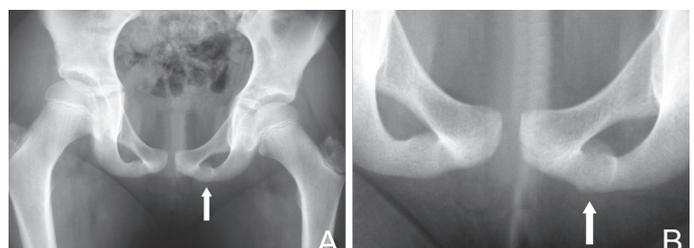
Radiografias da bacia na posição de frente (A) e focada na sínfise púbica (B). Observa-se aumento homogêneo do volume da sincondrose à esquerda (setas).
